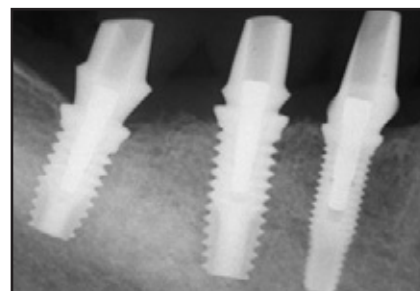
(links) und 2g (rechts) Klinische und röntgenologische Ansicht zum Zeitpunkt der Eingliederung der definitiven Restauration.
